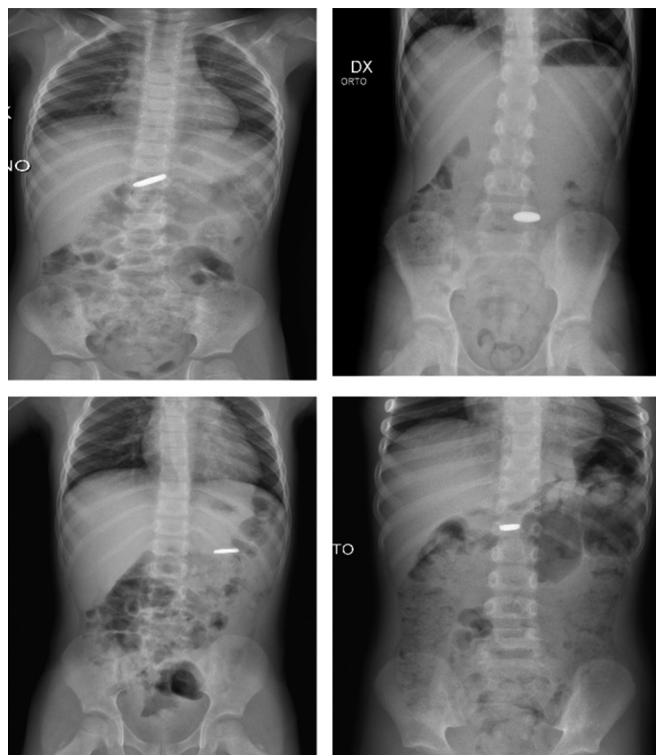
La "tipica" rappresentazione radiografica delle pile a bottone.
